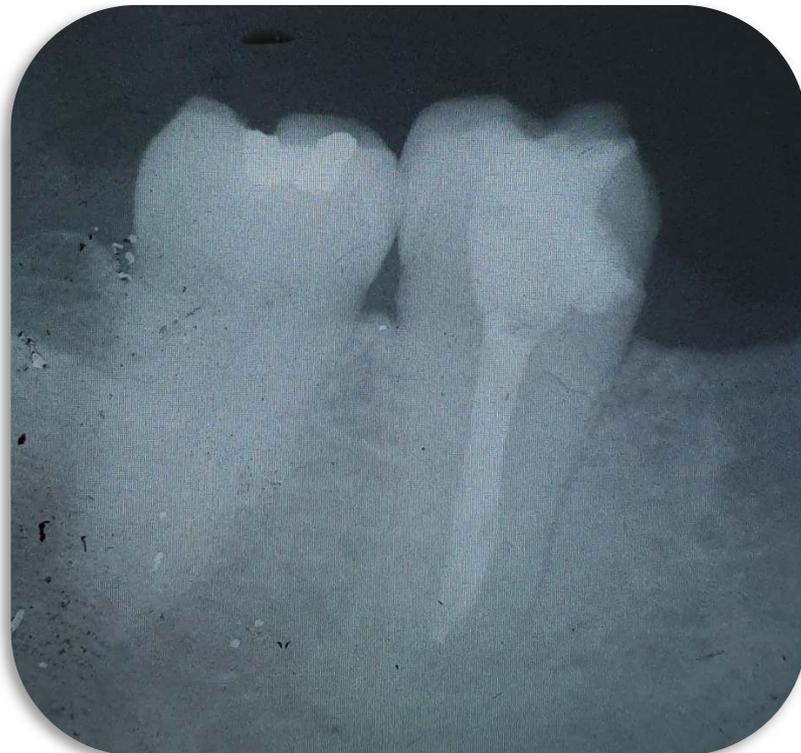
Radiografia final.
